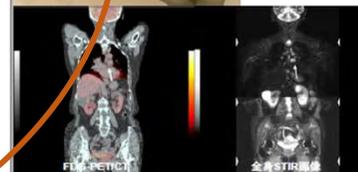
20歳代 男性 非小細胞肺癌転移リンパ節転移(矢印)。FDG-PET/CTでは転移リンパ節にFDG集積はなかったが、全身MRI画像では高信号に描出され、転移リンパ節として診断された。
